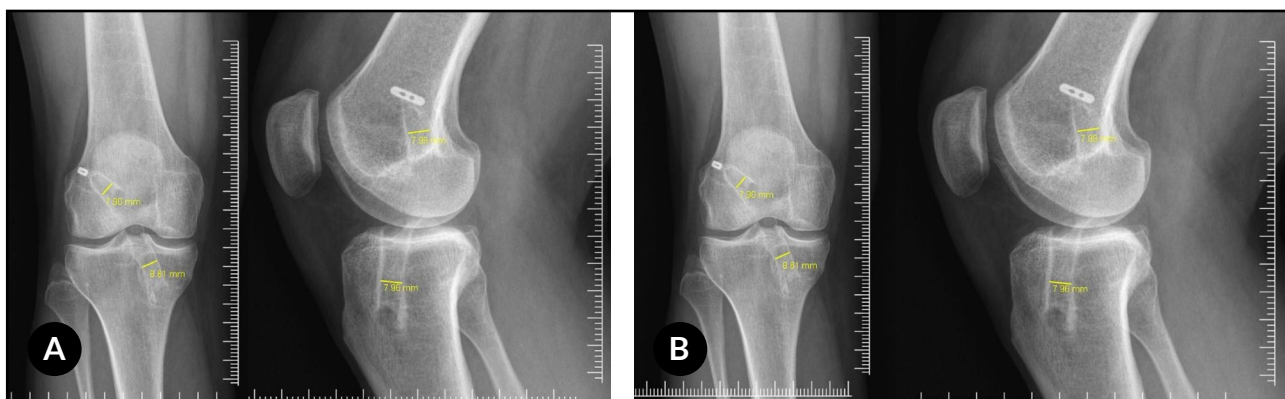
Radiografías de rodilla a la semana (A) y a los 36 meses postoperatorios (B). Se observa el botón cortical autobloqueante (TenZ®) correctamente apoyado sobre la cortical lateral del fémur y el tornillo interferencial de PEEK en la tibia proximal, sin signos de migración, reacción ósea ni radiolucidez. Los diámetros femoral y tibial permanecen invariables, confirmando la estabilidad del túnel y la ausencia de ensanchamiento óseo durante el seguimiento.
